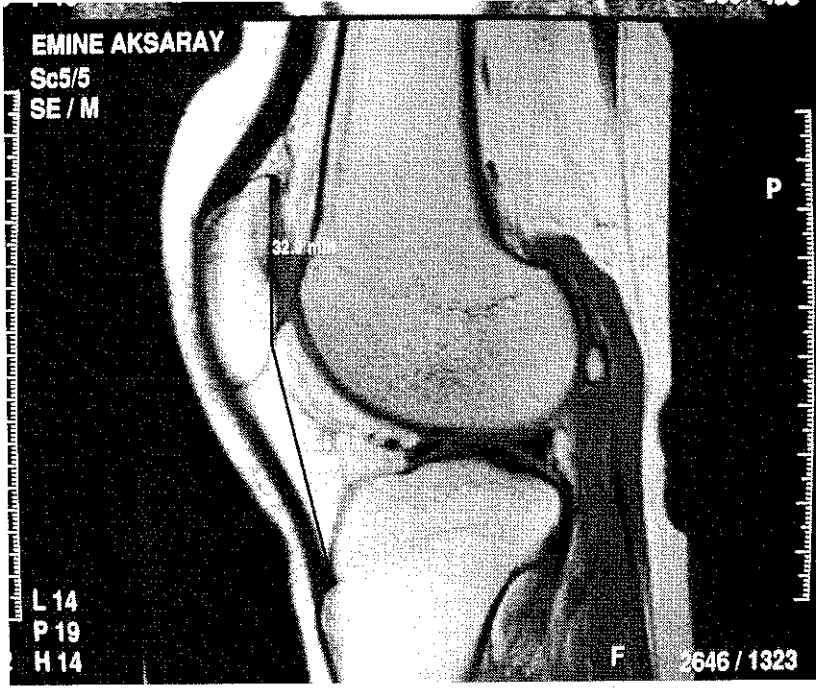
ISI'ya göre normal olgunun MRG görünümü
